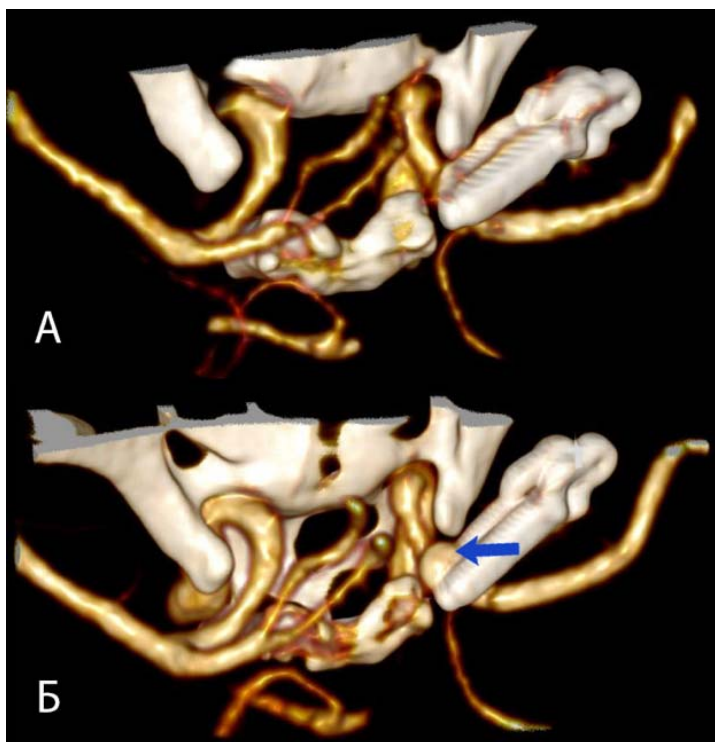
Пациент С., 46 лет. А – СКТ-АГ – без признаков резидуальной аневризмы; Б – СКТ-АГ сосудов головного мозга признаки рекуррентной аневризмы правой ВСА (синяя стрелка)
